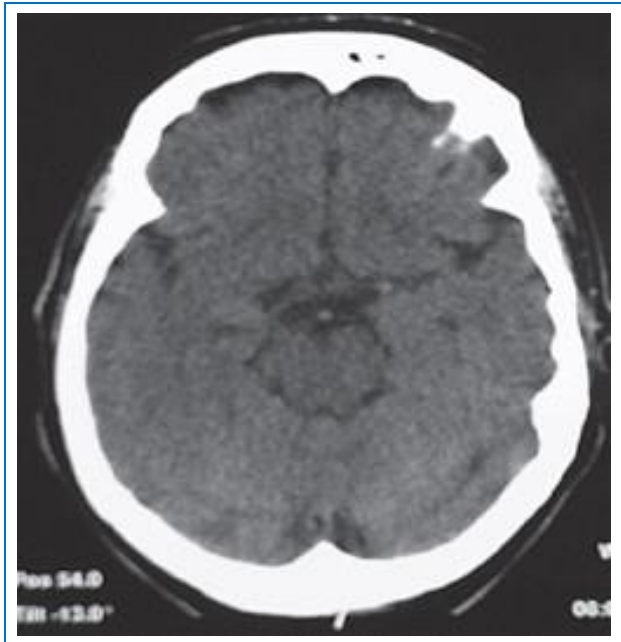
Tomografía cerebral en el día 26 de hospitalización que muestra remisión casi total del neumoencéfalo.
